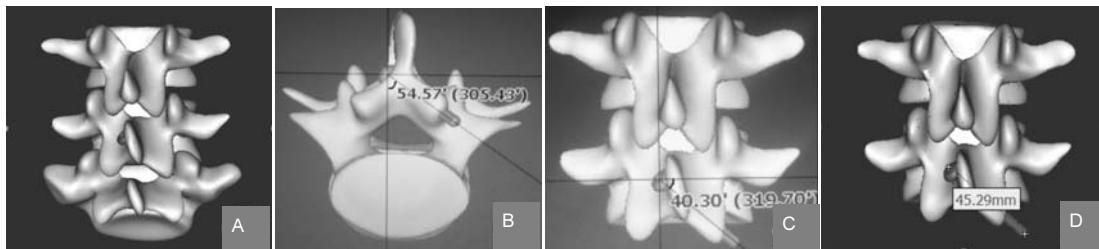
根据腰椎术前 CT 图像模拟置入经椎板关节突螺钉
